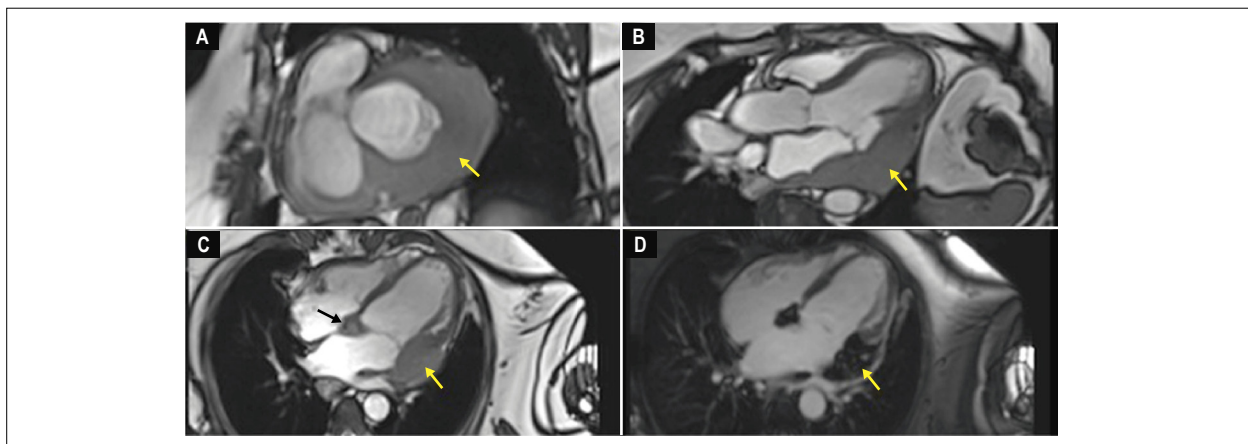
Ressonância magnética cardíaca. (A) Eixo curto. (B) Três câmaras. (C) Quatro câmaras. (D) Realce tardio após administração do meio de contraste, com impregnação heterogênea, sugerindo neoplasia. Observa-se massa, localizada nas regiões inferior e lateral do átrio esquerdo. Infiltra também o septo interatrial (seta preta) e o segmento basal da paredes inferior e lateral do ventrículo esquerdo.
